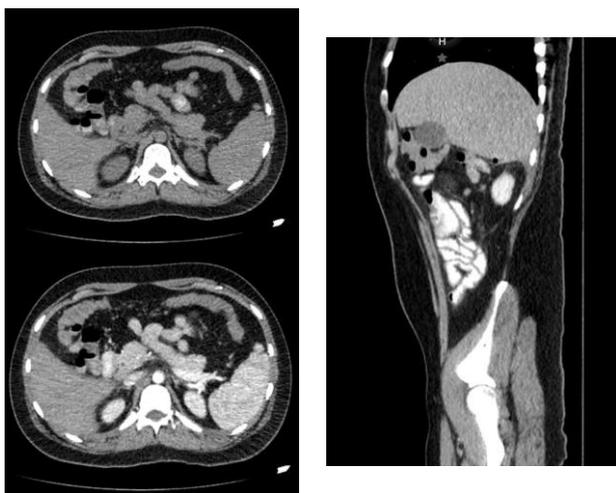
TAC de abdomen contrastado con resolución de abscesos intrahepaticos
